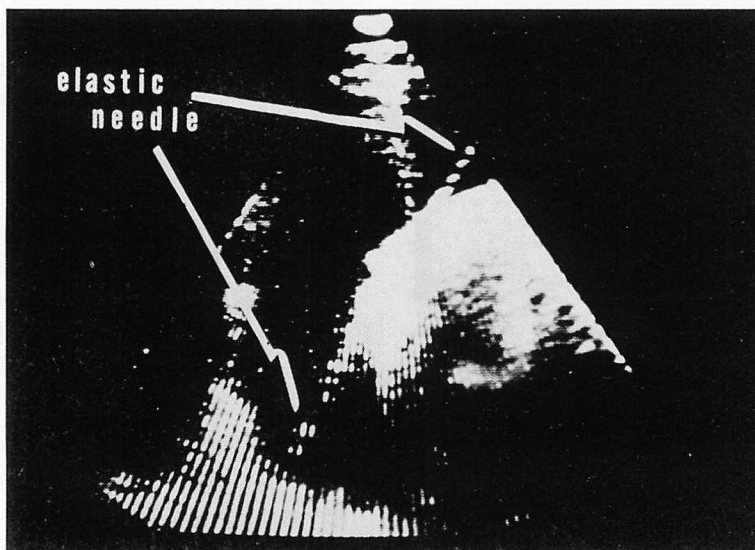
Echocardiographic image of the elastic sheath of the punctured needle (Case 3).
